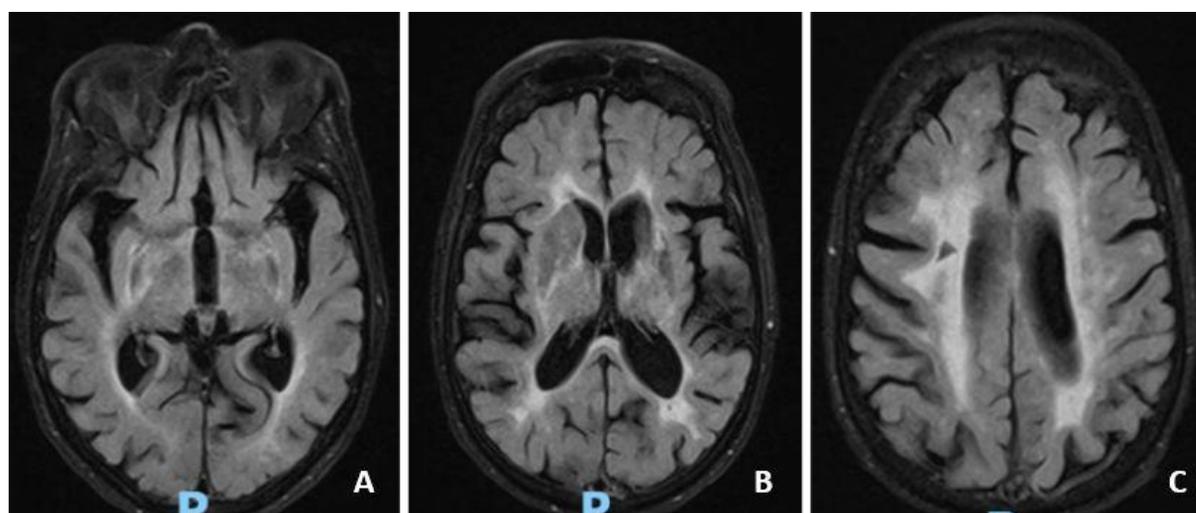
Imagens de RME em T2/FLAIR. A: Atrofia cortical, evidenciada no alargamento dos sulcos laterais bilateralmente. B: Atrofia cerebral difusa. Lesão lacunar alongada e com resíduos hemorrágicos em região periventricular e nucleocapsular esquerda, sugerindo alteração isquêmica sequelar, com dilatação assimétrica do ventrículo lateral correspondente. C: Lesão lacunar na substância branca do lobo frontal direito. Hiperintensidade de sinal da substância branca cerebral, relacionada a gliose/desmielinização, presumivelmente secundária a microangiopatia obstrutiva crônica (Fazekas 3).
